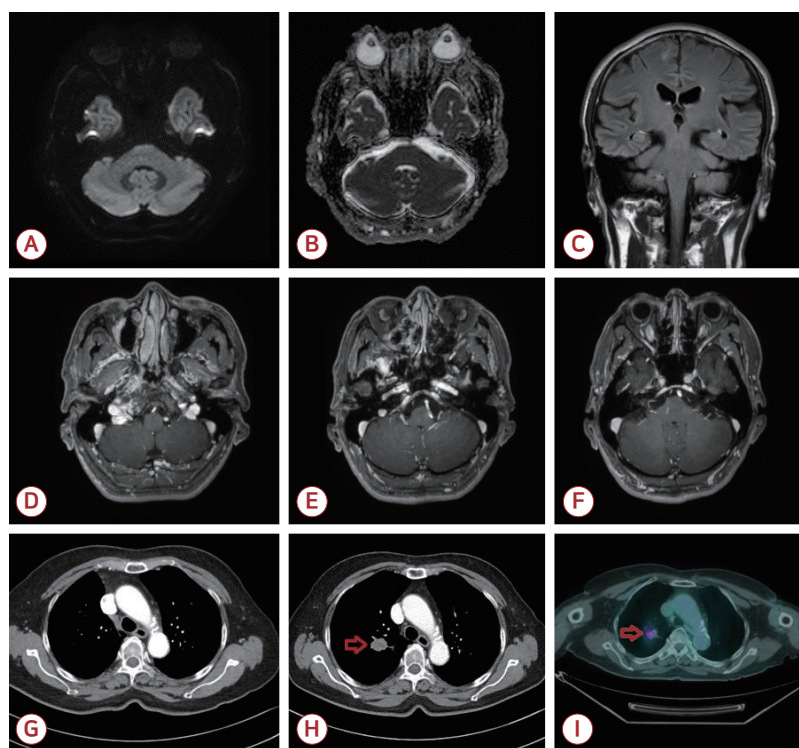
Brain MRI of patient with anti-Ma2 encephalitis, MRI was taken 2 weeks after the symptom onset. (A, B) DWI and ADC map did not show any change of signal intensity of the brainstem. (C) No signal change was observed in coronal contrast-enhanced T2 FLAIR image. (D-F) T1-enhanced images of the brain MRI did not reveal any definite abnormalities around the 6th and 10th cranial nerves or in the vicinity of the brainstem either. (G) At the time of the initial evaluation, chest CT did not reveal any findings suggestive of malignant tumor. At the point of an outpatient follow-up approximately 24 months later, (H) chest CT revealed approximately 2.4×1.8 cm sized nodule in right upper lobe (arrow). PET-CT scan showed (I) a FDG uptaked nodule in RUL (arrow). MRI; magnetic resonance image, DWI; diffusion-weighted image, ADC; apparent diffusion coefficient, FLAIR; fluid-attenuated inversion recovery, CT; computed tomography, PET-CT; positron emission tomography-computed tomography, FDG; fluorodeoxyglucose, RUL; right upper lobe.
